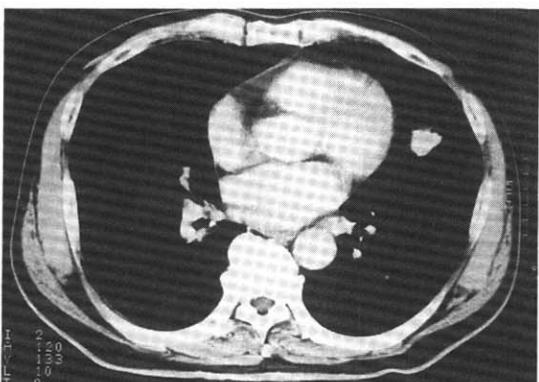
Chest CT shows about 2cm sized lobulated mass lesion on the same area.
